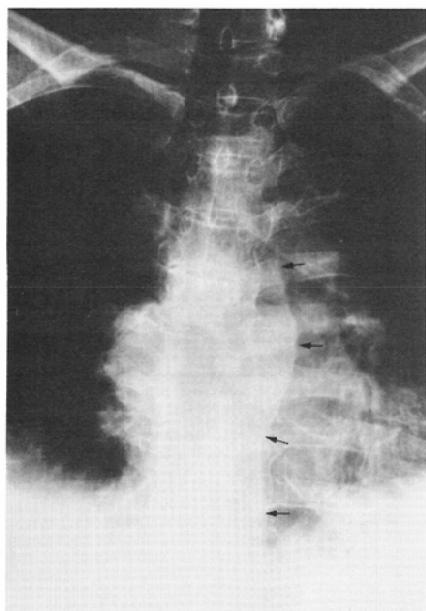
(b) Well-penetrated roentgenogram shows the deviation of the left PSL (thin arrows) and right paraspinal mass (thick arrow).
